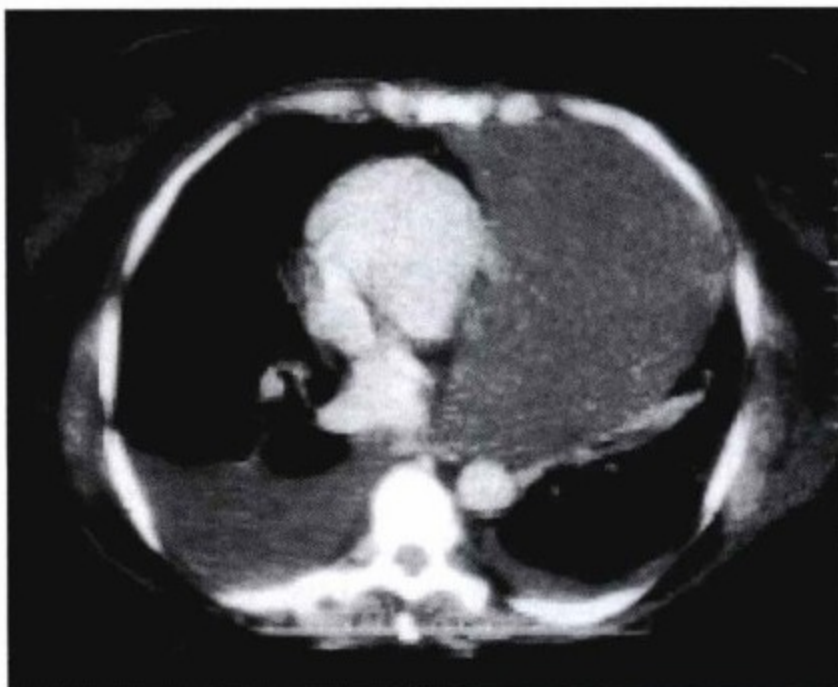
轴位增强 CT 示心脏旁巨大肿物,准确定位是心包内还是心包外比较困难。心腔变小,心脏明显向右移位。
